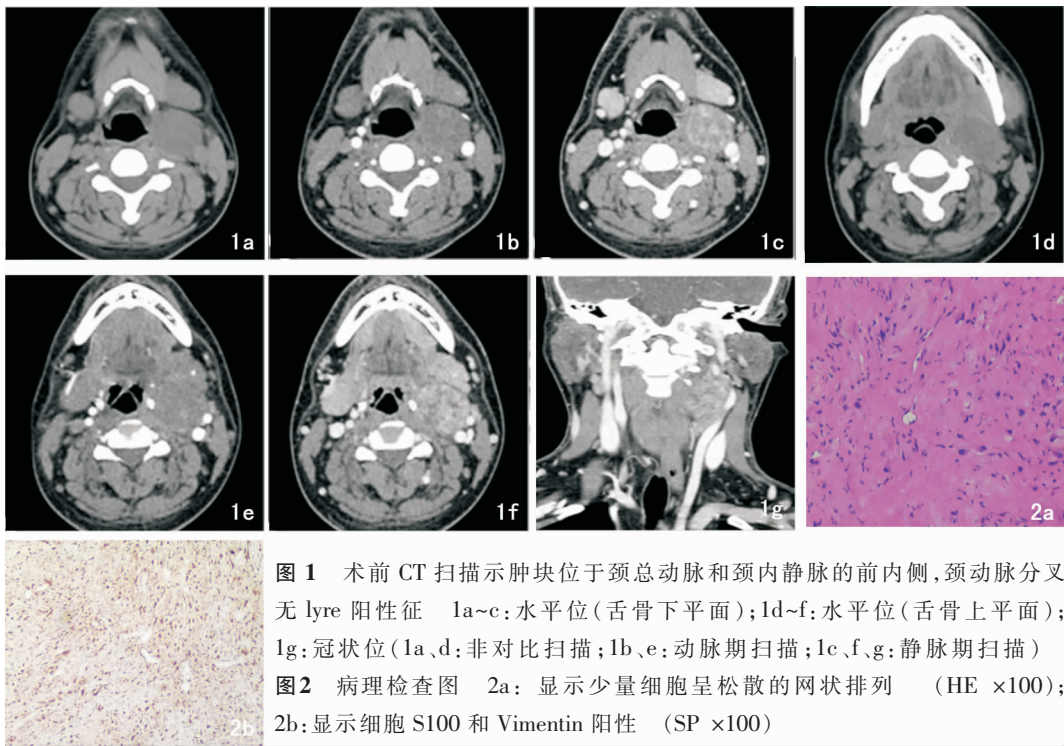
术前 CT 扫描示肿块位于颈总动脉和颈内静脉的前内侧,颈动脉分叉无 lyre 阳性征 1a~c:水平位(舌骨下平面);1d~f:水平位(舌骨上平面);1g:冠状位(1a、d:非对比扫描;1b、e:动脉期扫描;1c、f、g:静脉期扫描)
